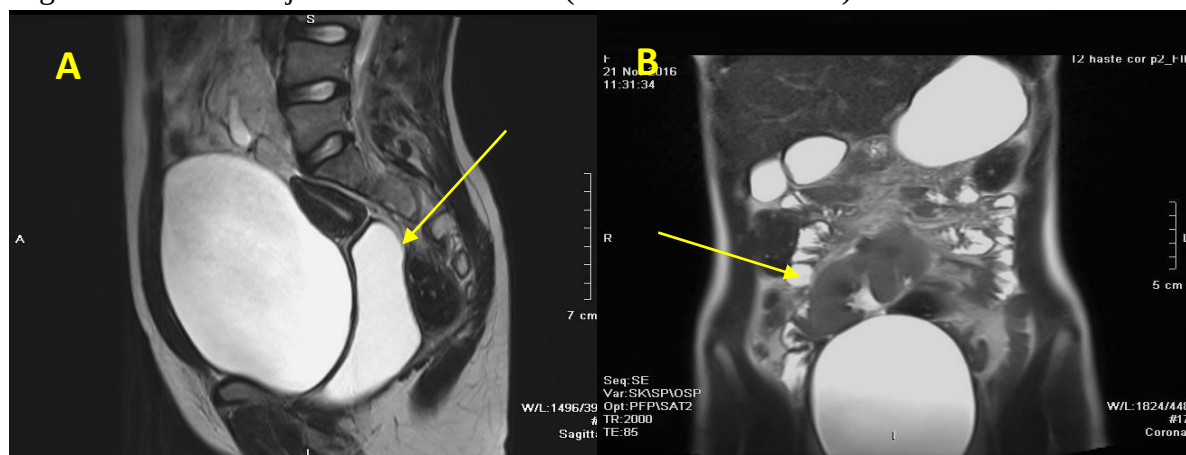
IRM, T2W, plan sagital (A) și coronal (B). Hematocolposul masiv (A) cauzat de SVTC jos, ectopia pelvină renală dreaptă (B)
